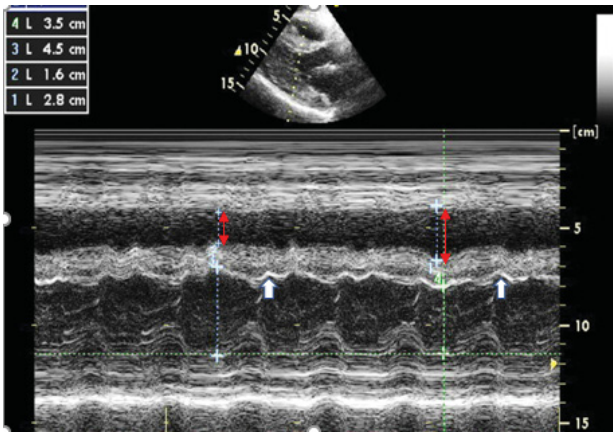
Признаки дыхательной взаимозависимости желудочков в М-режиме эхокардиографии. Изменение размера полости ЛЖ с увеличением на выдохе и уменьшением на вдохе. Одновременное противоположное изменение полости ПЖ (тонкие стрелки). Инцизура МЖП в раннюю диастолу (толстые стрелки)
